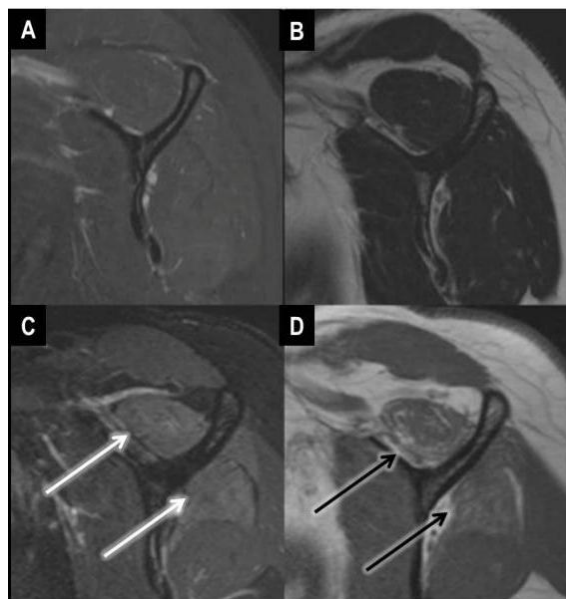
RM corte sagital: sequências T2 e T1 sem alterações (A e B); edema dos músculos supra/infraspinhoso em sequência T2 (C); atrofia muscular e infiltração adiposa em sequência T1 (D).
